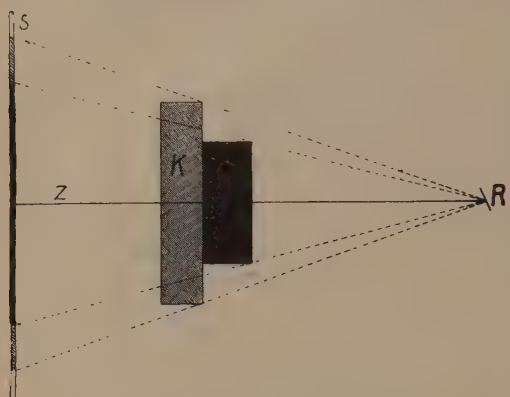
Röntgenzentralprojektion.
